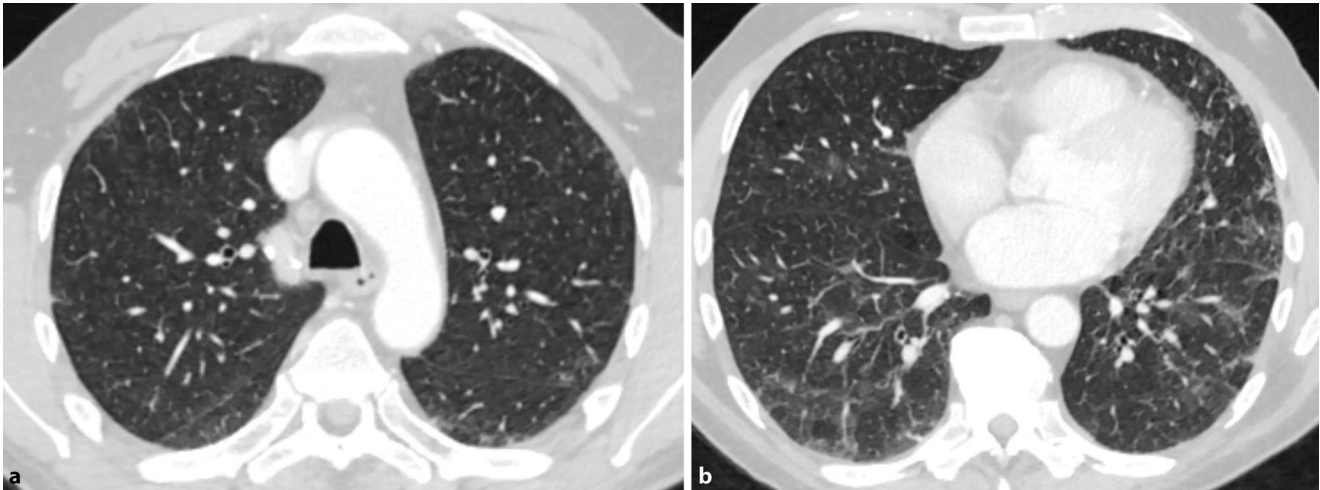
▲ Hochauflösende Computertomographie (HR-CT) der Lunge. In den apikalen Lungenabschnitten (a) finden sich multiple zentrilobuläre Milchglasnoduli, in den basalen Lungenabschnitten (b) Milchglasinfiltrate mit angedeutetem Mosaikmuster. CT-morphologisch kein Nachweis einer Fibrose
